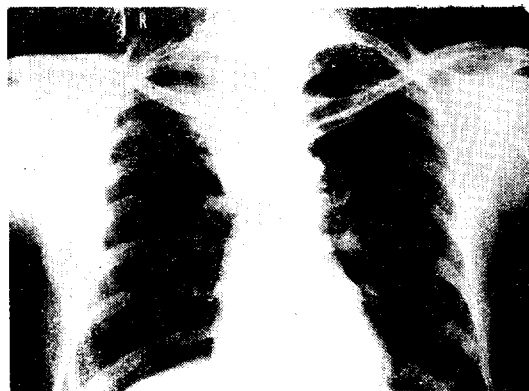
Chest X-ray. (P-A View) Atelectasis of Rt. upper lobe.
